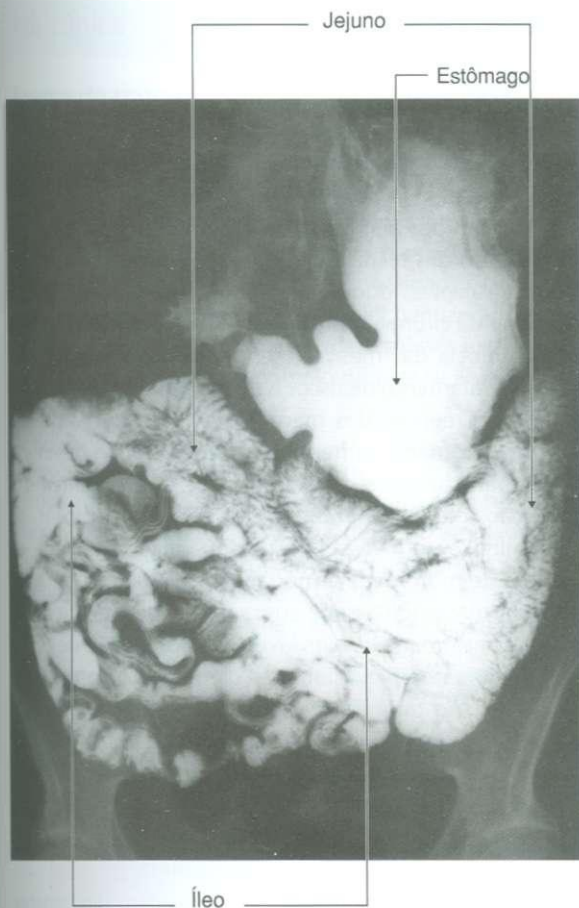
Radiografia, usando bário, mostrando o jejuno e o íleo.
